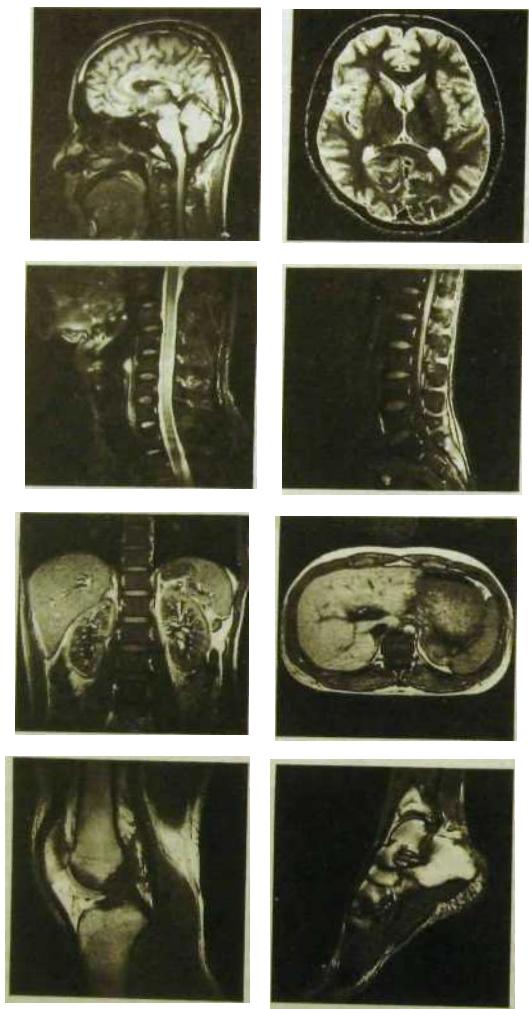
Магнитно-резонансные томограммы различных органов.
